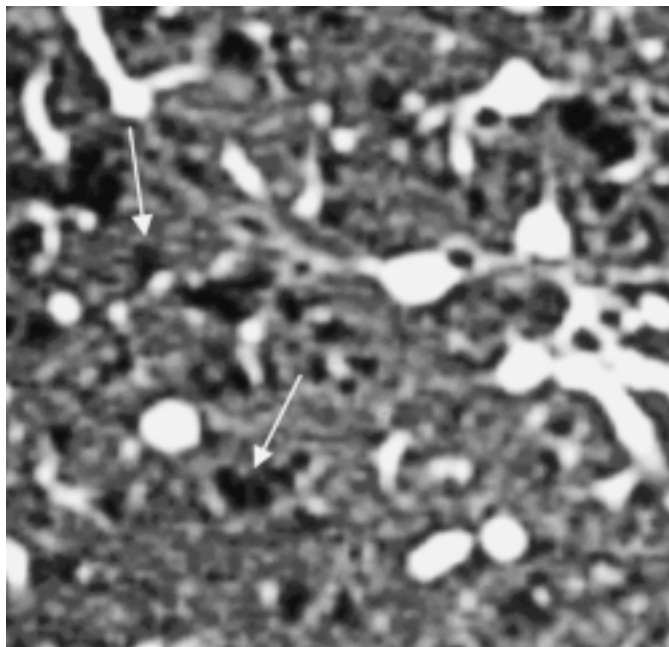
Vergrößerung einer HRCT bei zentrilobulärem Emphysem: nur die zentralen Anteile der Lobuli sind in der Dichte gemindert (Pfeile).
